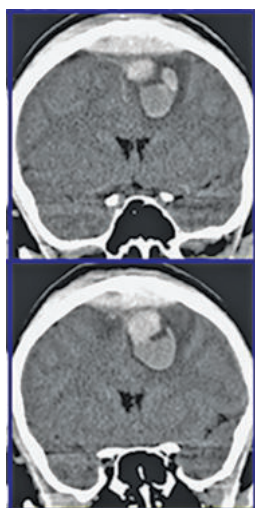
КТ головного мозга до операции, фронтальная проекция
